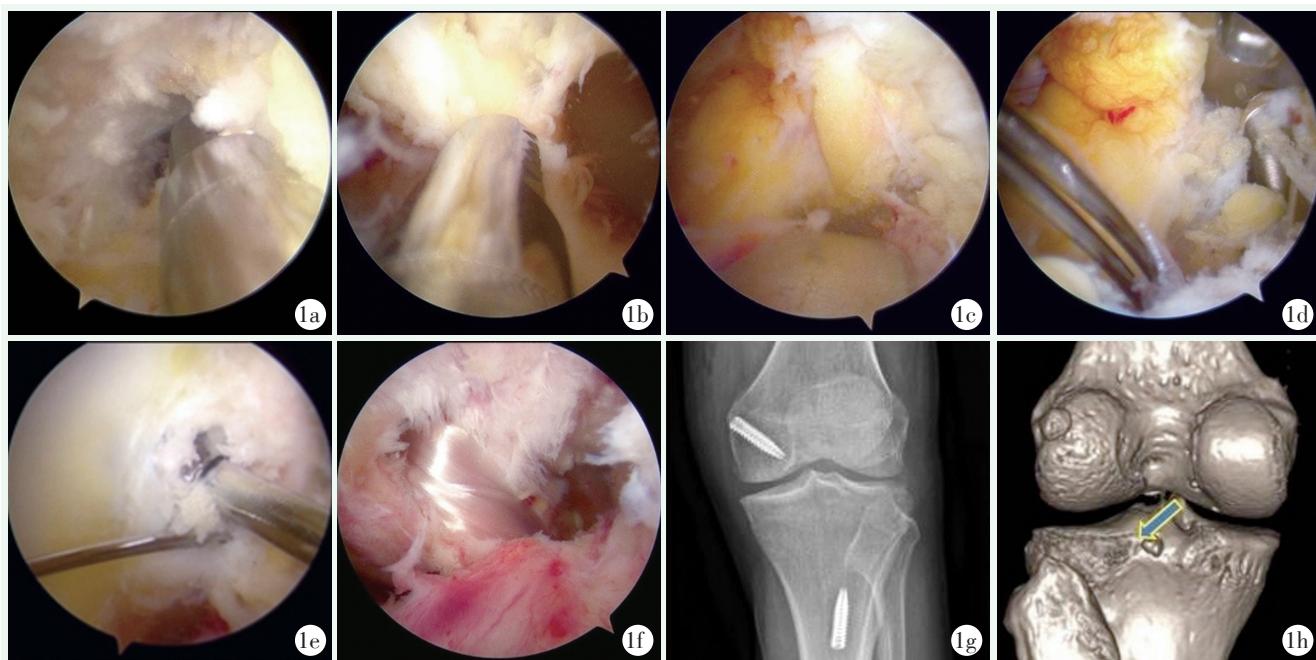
患者男性，46岁。1a: 前内入路清理髁间窝上方组织；1b: 前外入路清理髁间窝后方组织；1c: PCL胫骨定位器置于平台下2cm；1d: 钻取胫骨骨道引出钢丝；1e: 自外向内钻取股骨骨道；1f: 植入LARS人工韧带；1g: 术后正位X线片；1h: 术后三维CT。
